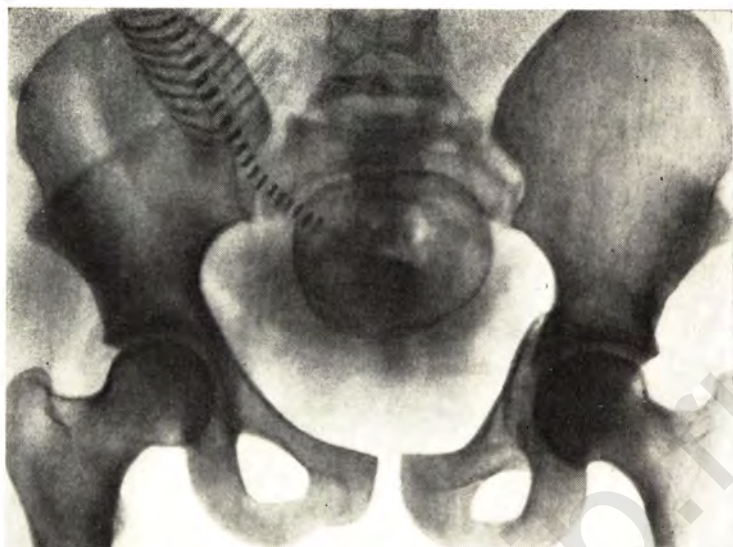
Рентгенограмма входа в таз. Обшеравномерносуженный вход в малый таз поперечно-овальной формы. Поперечный размер больше прямого на 2 см.
